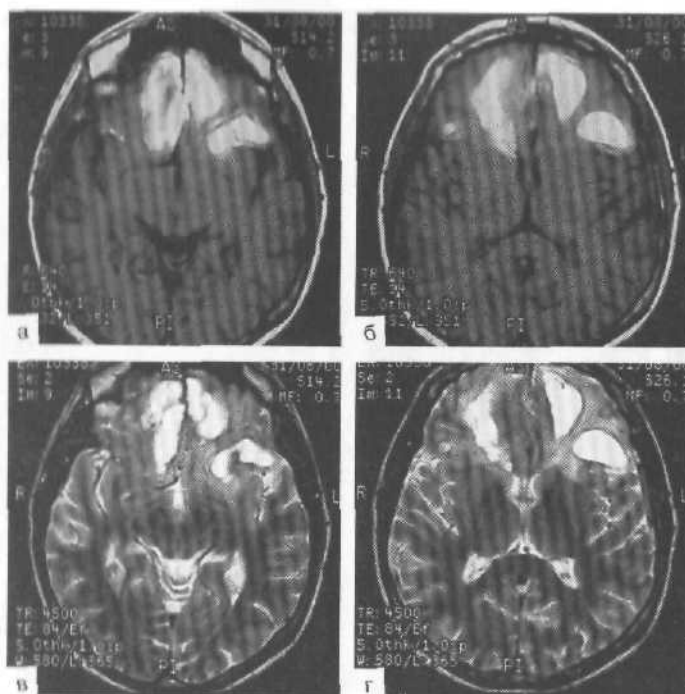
МРТ в режимах T_1 (а, б) и T_2 (в, г). Множественные ушибы лобных долей тяжелой степени у пострадавшей (31 года). Участки повышения сигнала в лобных долях имеют высокую контрастность изображения и четкие контуры, что отражает наличие дериватов окисления гемоглобина в контузионных очагах.
